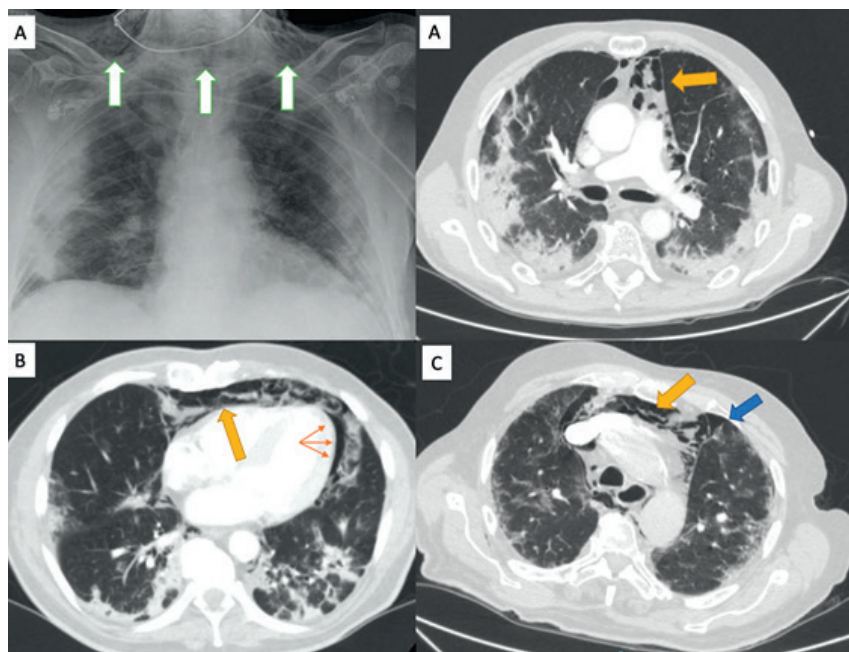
Tomografías computarizadas torácicas de los pacientes presentados donde se observan las alteraciones descritas en el texto. Flechas blancas: enfisema subcutáneo; flechas amarillas: neumomediastino; flechas rojas: neumopericardio; flecha azul: neumotórax.
